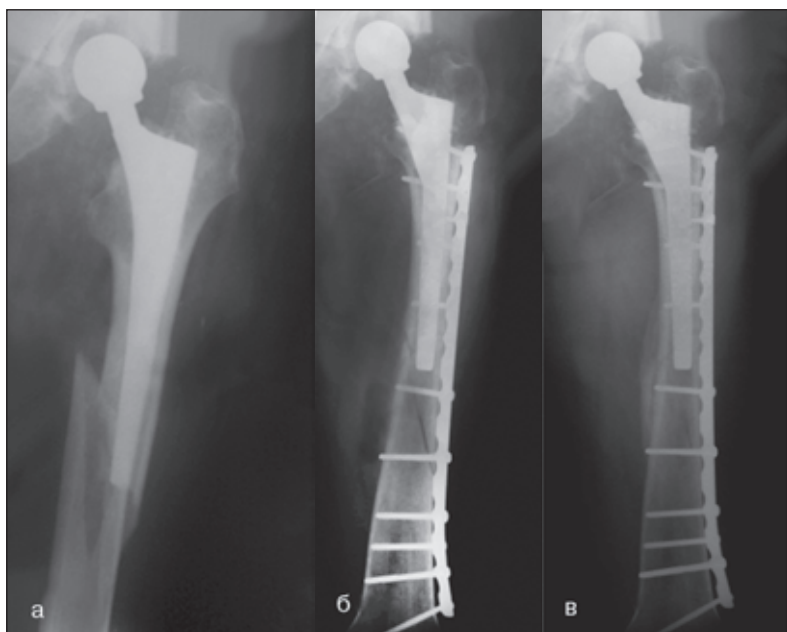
Фотокопії рентгенограм хворого Р., 67 років, історія хвороби № 10362. Діагноз: закрий косий ППСК зліва на рівні нижнього кінця ніжки ендопротеза, тип V1 згідно з Ванкуверською класифікацією (а); 25.06.09 виконано остеосинтез за допомогою LCP-пластини та гвинтів (б). Зрощення перелому стегнової кістки через 11 тижнів після операції, добрий віддалений функціональний результат, 89 балів за шкалою Харріса через 4,5 року після операції в динаміці дослідження (в)
